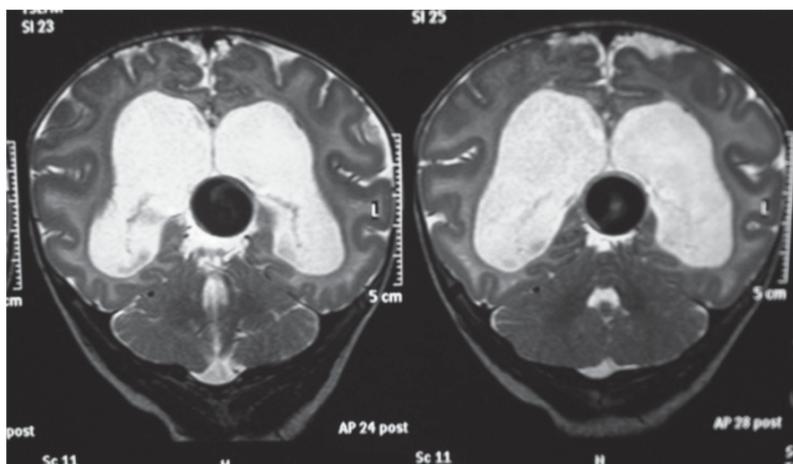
Resonancia magnética nuclear cerebral de control a los tres meses y medio de vida, en la que se documentó progresión de la dilatación ventricular y aumento de los diámetros de la malformación aneurismática de la vena de Galeno.
